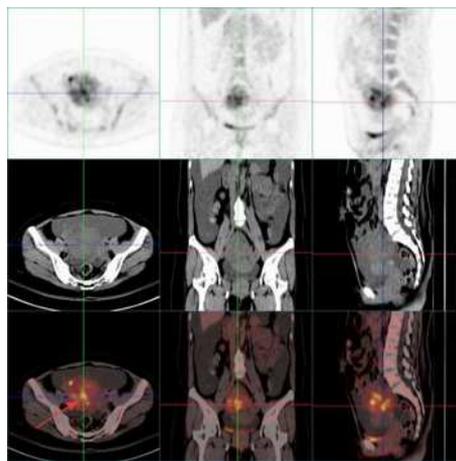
PET-CT: 右侧盆腔囊实性团块影, 代谢不均匀增高 (SUVmax 为 9.2)
